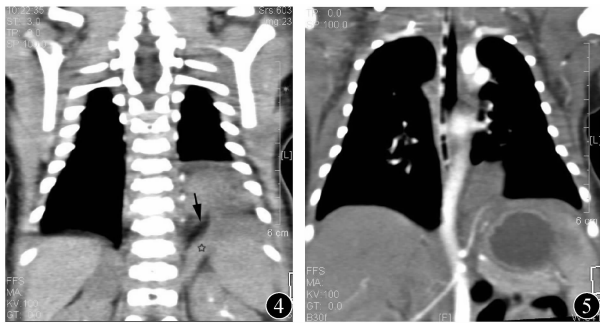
产后 CT 平扫冠状位示病灶区可见条形脂肪低密度影自下而上跨越膈面水平延伸至胸腔(黑箭),其外侧可见左肾上腺组织(星号)向上疝出
